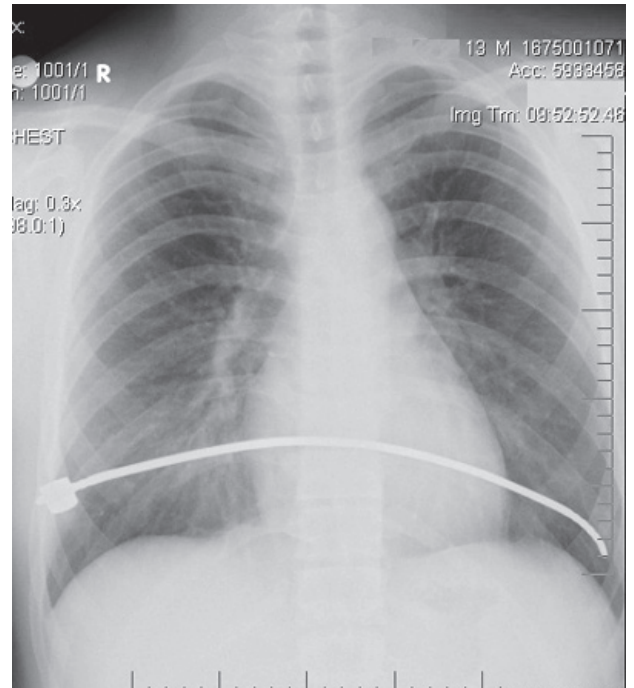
Ameliyat sonrası akciğer grafisi (Olgu 2).
